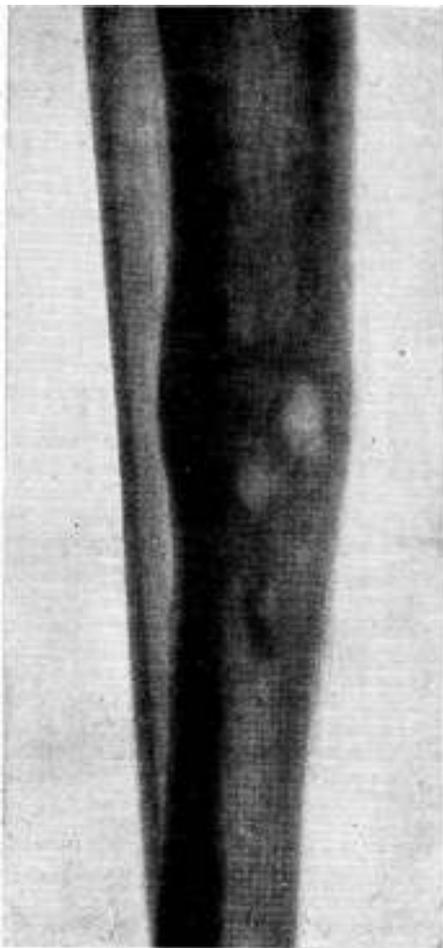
Reticulo-blastoma benigno angiocelular de 1/3 medio de tibia (Reg. 38). La radiografía muestra una serie de zonas osteolíticas, redondeadas y ovoideas, circundadas de un tejido óseo condensado.
